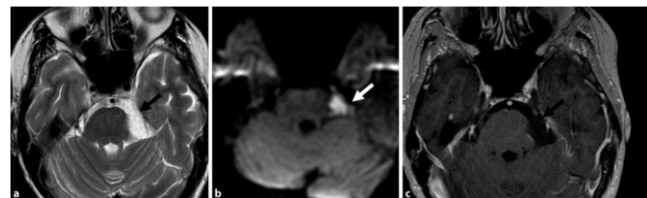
a. Zisternales Epidermoid. a. Axiale T2-Gewichtung: hyperintense, unscharf begrenzte zisternale Raumforderung (schwarzer Pfeil) präpontin und auf Höhe des linken N. trigeminus. b. Axiale DWI: helles Signal des Epidermoids (weißer Pfeil). c. Axiale 3D-T1-MPRAGE+KM: Das Epidermoid (schwarzer Pfeil) nimmt typischerweise kein KM auf. 3D 3-dimensional, DWI, diffusion-weighted imaging, MPRAGE, magnetization-prepared rapid acquisition gradient echo, KM Kontrastmittel, T1-T1-Gewichtung
